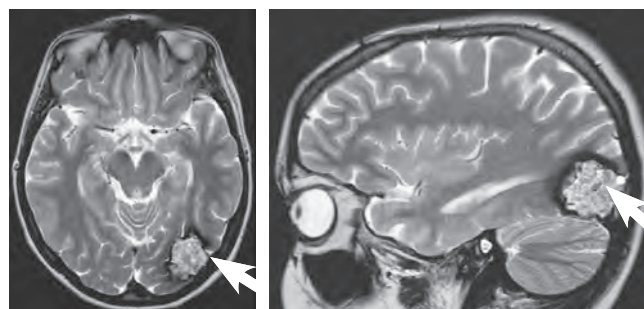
МРТ головного мозку хворої Л. Кавернома у лівій потиличній частці
